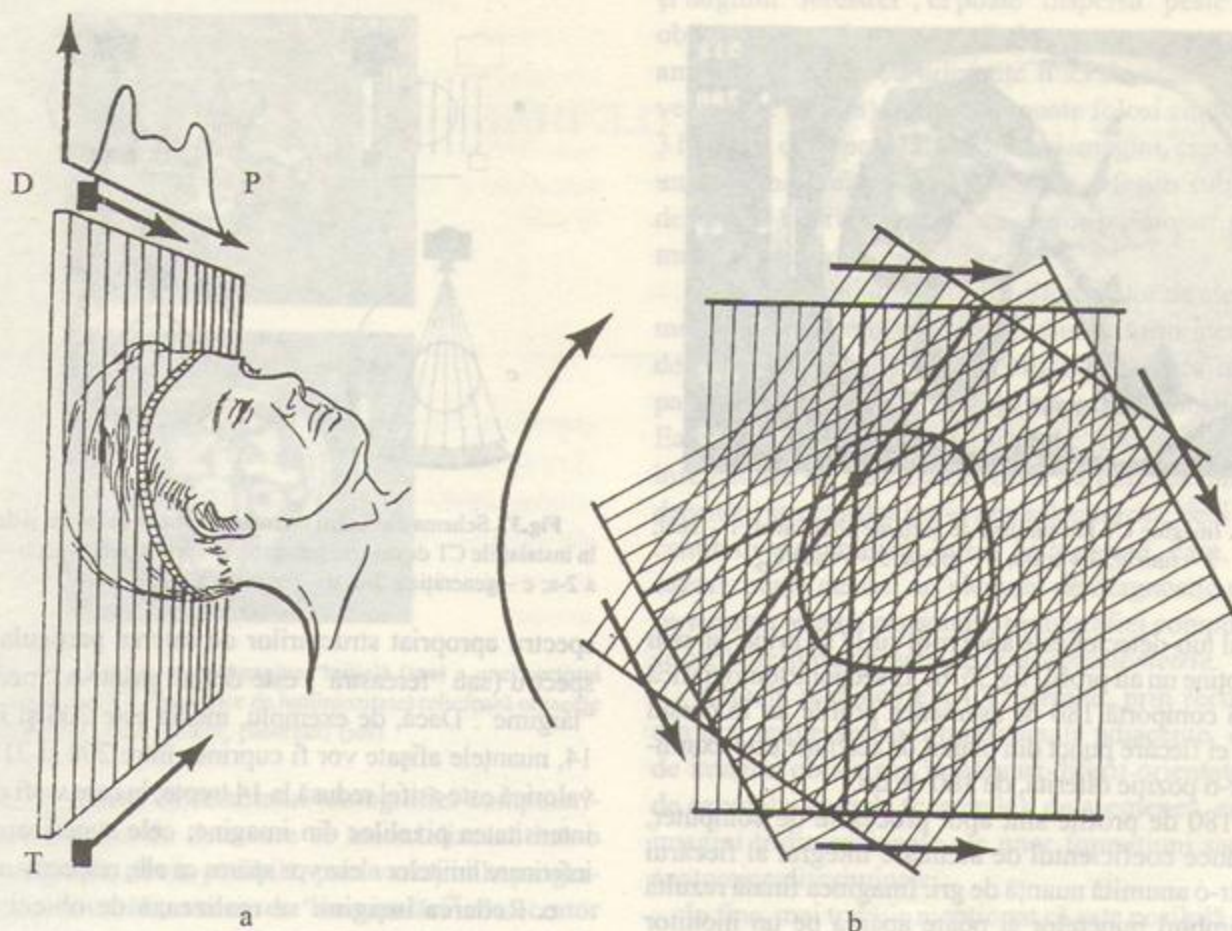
Principiul sistemului original ACTA de obținere a imaginii tomografice axiale computerizate. a. Un "pas" al scanner-ului (dispozitiv de baleiaj), care produce un profil de intensitate (P). T – tubul radiogen; D – detector. b. Rotarea cuplului tub-detector cu câte  $1^\circ$ , pentru obținerea pașilor următori.
